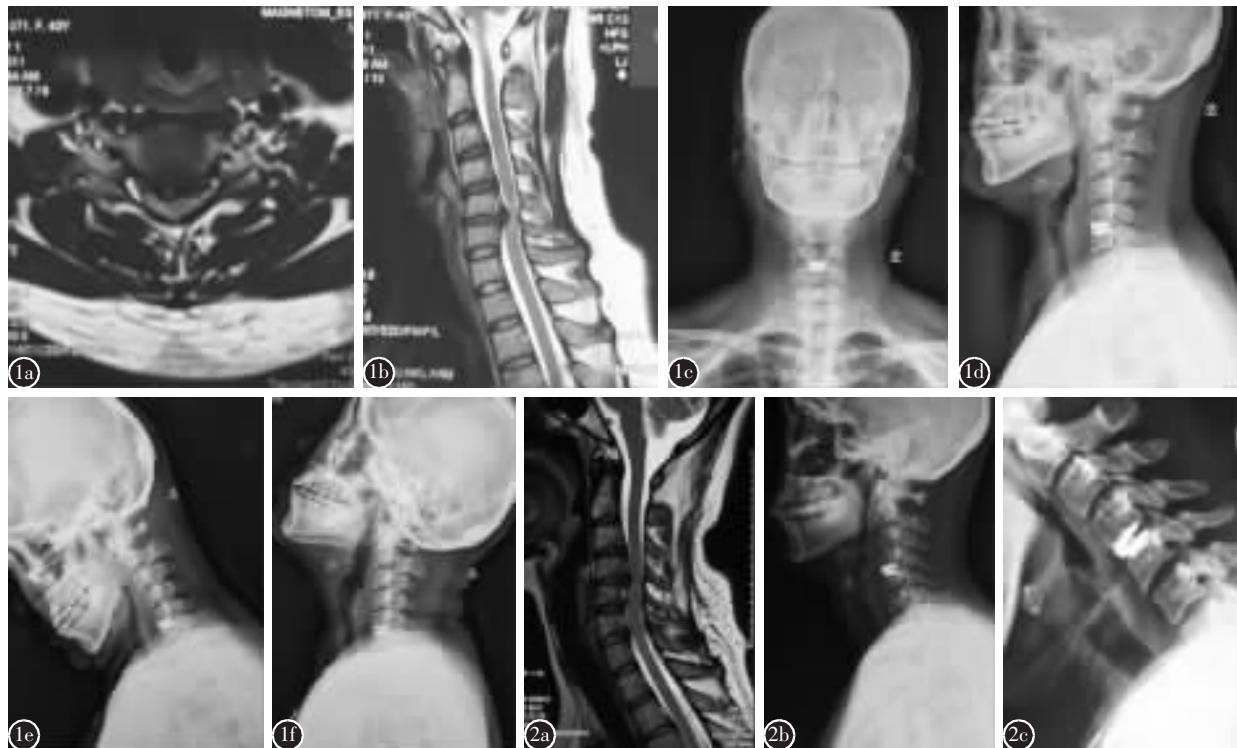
患者,女,40岁 a、b术前MRI示C5/6节段椎间盘退变突出压迫颈髓 c、d术后3个月颈椎正侧位X线片示Activ C人工椎间盘位置满意 e、f术后3个月过伸过屈位X线片示椎体活动度良好 图2 患者,女,45岁 a术前MRI示C4/5节段椎间盘突出压迫脊髓 b术后3个月时颈椎侧位X线片示假体位置满意 c术后7个月颈椎过伸侧位片示椎体后缘间有异位骨化生成
